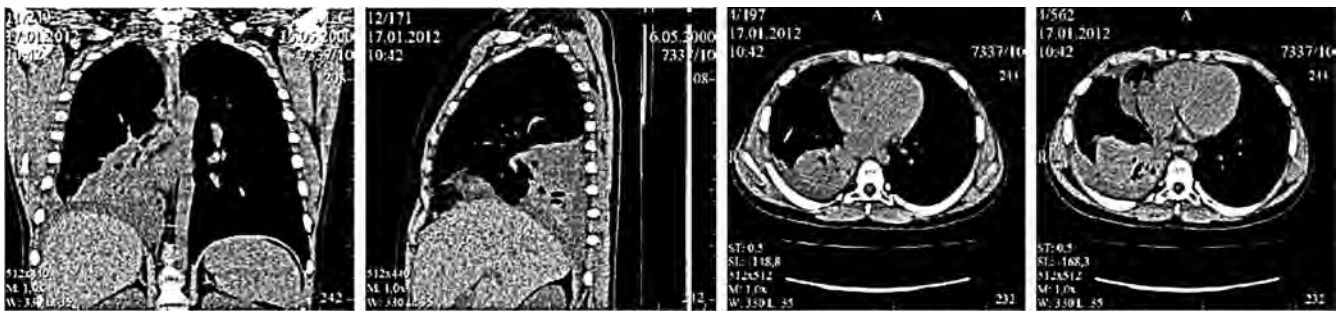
МСКТ грудной клетки через 4 мес от начала антифунгальной терапии
